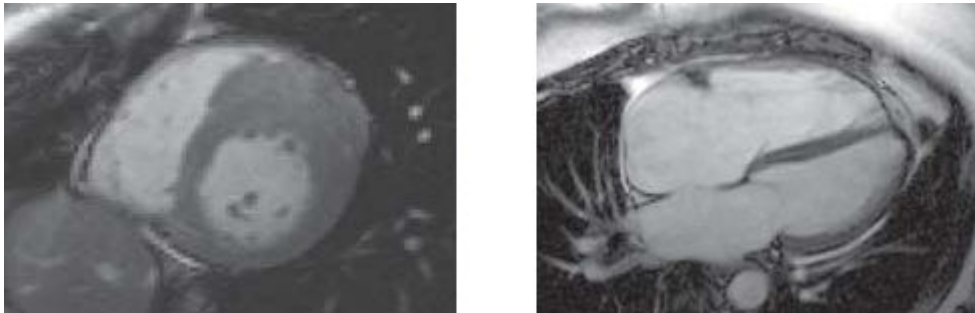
Imágenes de Resonancia Magnética del corazón (Imágenes tomadas de [69]).
